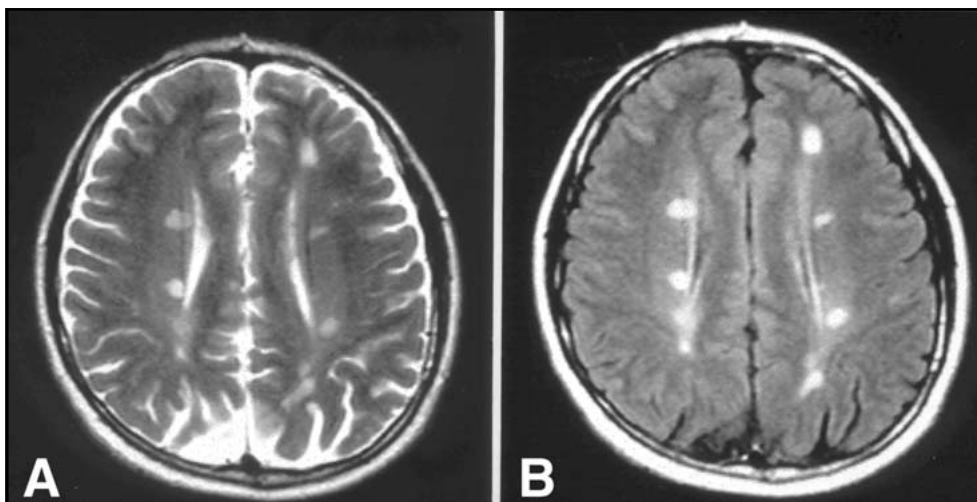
ASP, masculino, 32 anos. a - corte axial ponderado em T2 mostrando placas de desmielinização peri-ventriculares e do corpo caloso. b - corte axial ponderado na seqüência FLAIR (Fluid Attenuated Inversion Recovery) e no mesmo plano anatômico da figura 4a mostra melhor definição das lesões encontradas.
